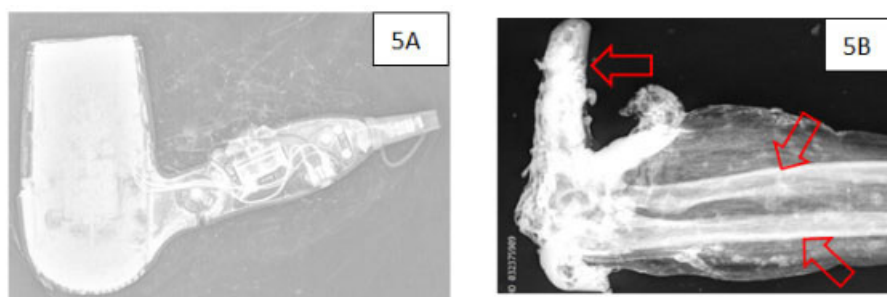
A) Radiografia realizada com material ainda acondicionado em saco fechado. B) Radiografia de seguimento de braço e antebraço. As setas vermelhas indicam os ossos que compõem a região do cotovelo – úmero, rádio e ulna.
